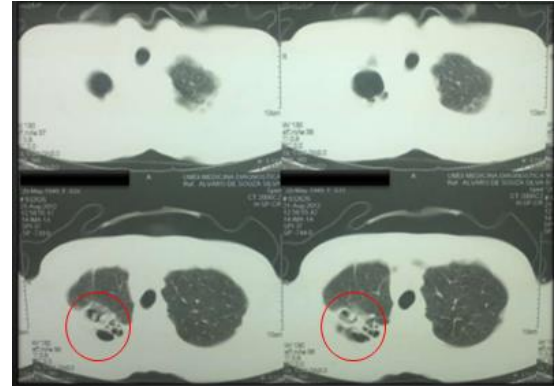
Tomografia com seqüela de tuberculose em ápice do pulmão direito.
